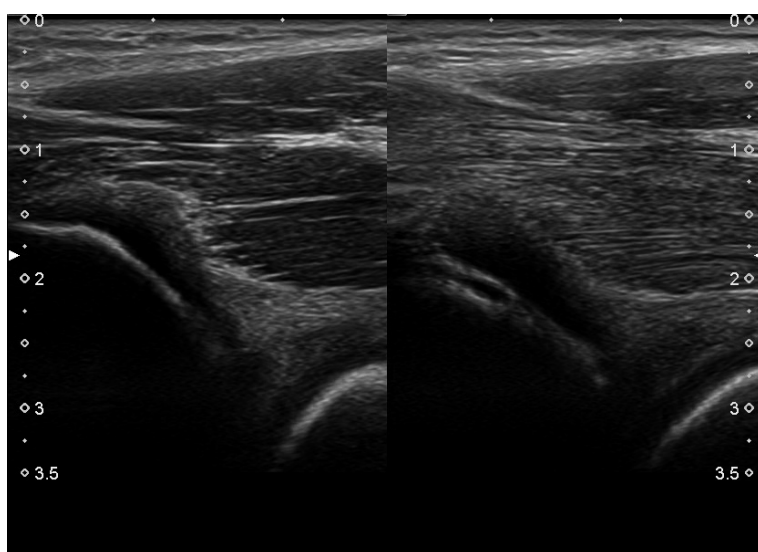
Left hip joint with visible osteolysis and structural disturbances of the iliopsoas muscle (Ultrasound)
